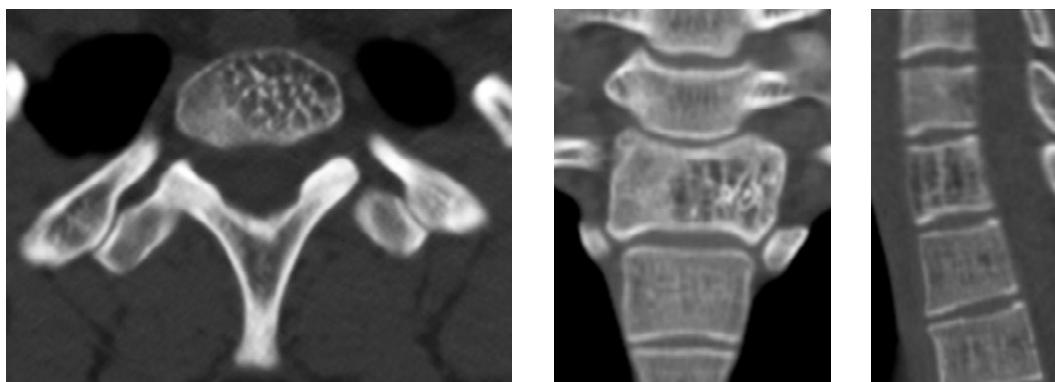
手术前对患者 V 脊椎 Th_1 的 CT 扫描
